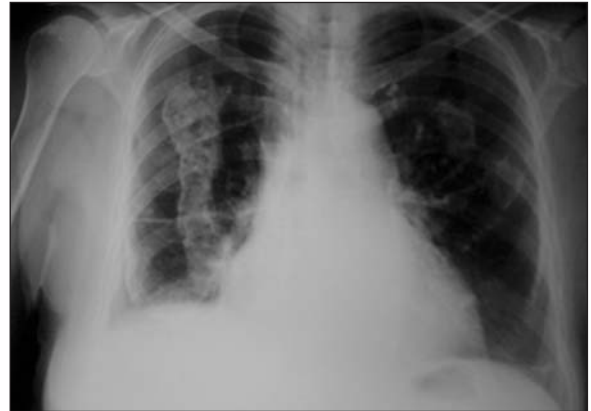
Başvuru sırasındaki PA akciğer grafisinde sağ alt zonda pleural efüzyon ile uyumlu opasite ve bilateral pleural plaklar.
